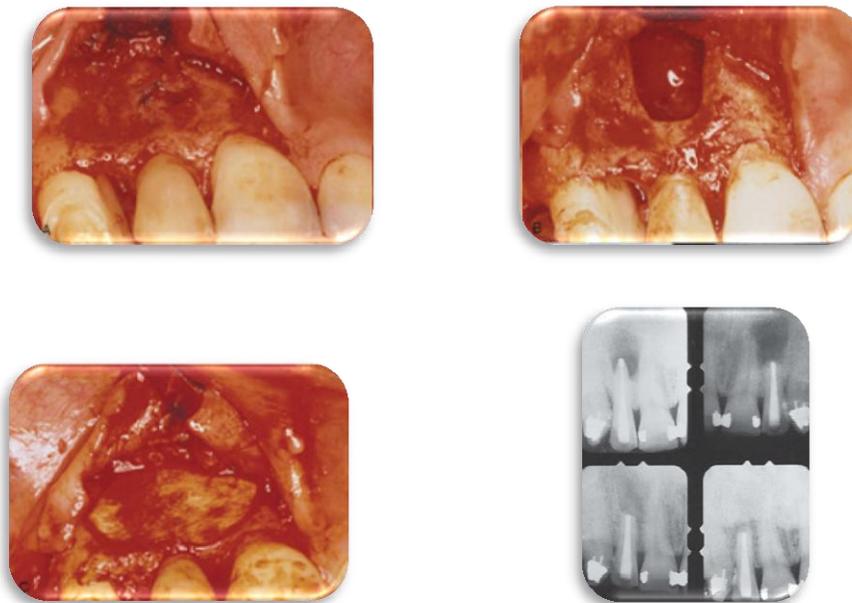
Cirugía endodóncica periapical, usando la combinación de injerto óseo y membrana de colágeno RTG (Regeneración Tisular Guiada). (A) elevación del colgajo vestibular que expone la extensión de la lesión apical. (B) fenestración ósea creada con fresa. (C) el defecto fue reparado con hueso desmineralizado liofilizado (aloinjerto) y cubierto con una membrana de colágeno. (D) Radiografías que muestran las condiciones antes de la cirugía, al momento de la cirugía, 6 y 24 meses después de la cirugía. 24 meses después se muestra una regeneración ósea completa del área quirúrgica.¹
